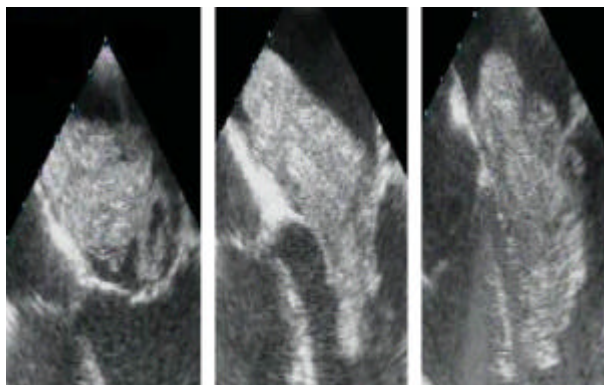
Ecocardiograma transesofágico: Mixoma Tipo1 o Mixoma Velloso.
